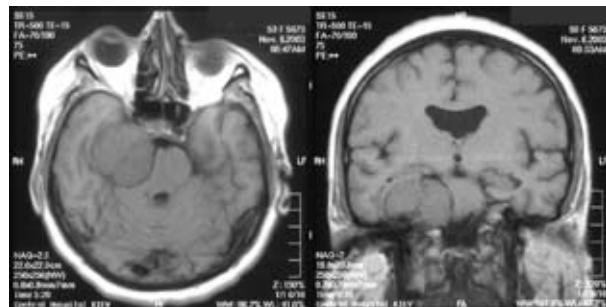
МРТ менінгіоми петроклівальної локалізації. Варіант переважно супратенторіального розташування
